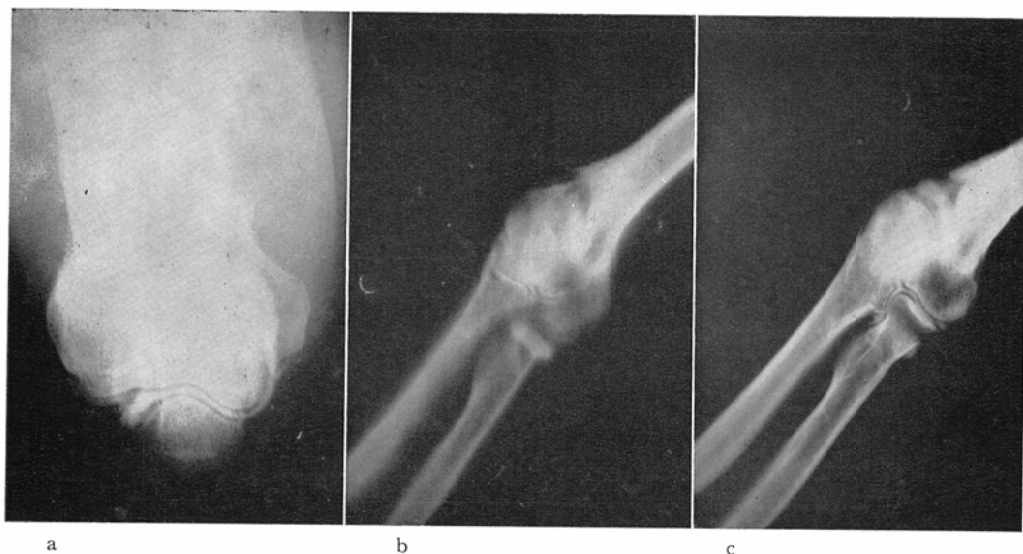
a. Enlargement radiography of arthrography. b. Tomogram of arthrography. c. Tomogram of arthrography.
